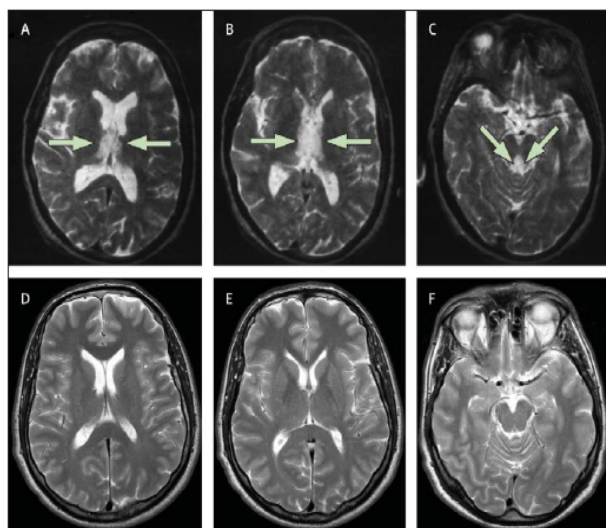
T2-weighted axial MRI in Wernicke's encephalopathy. Symmetrical high-intensity lesions in the medial thalami (A, B), as well as in the periaqueductal grey matter of the midbrain (C), are evident in a patient about 2 weeks after onset of neurological symptoms. MRI of a healthy person (D, E, F).
